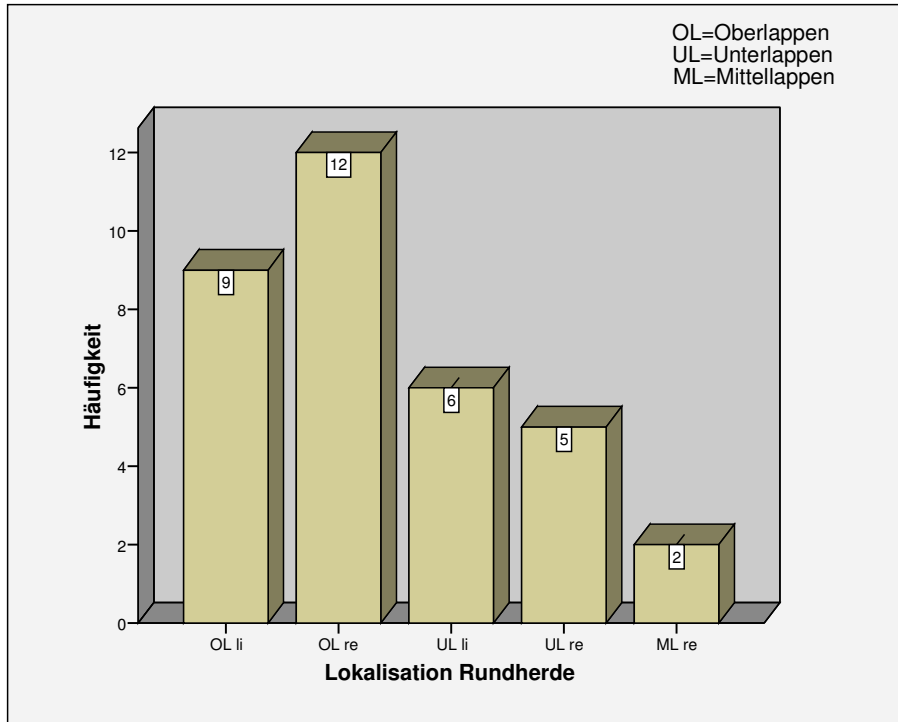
Lokalisation der sonographierbaren Rundherde (n = 34)
